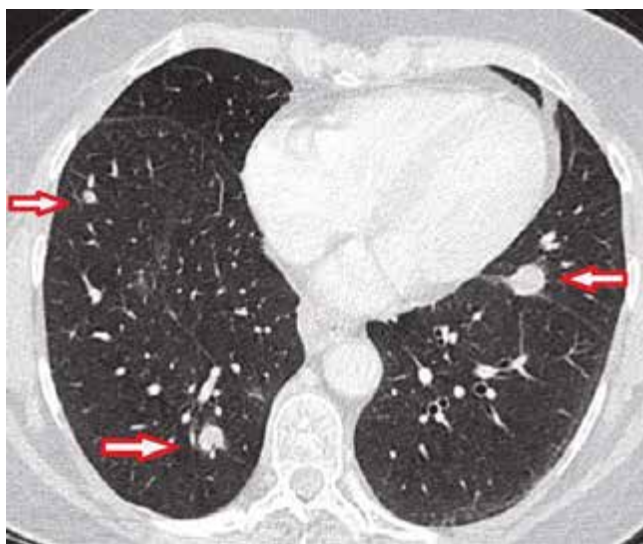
Weitere Metastasen pulmonal beidseits im CT Thorax
